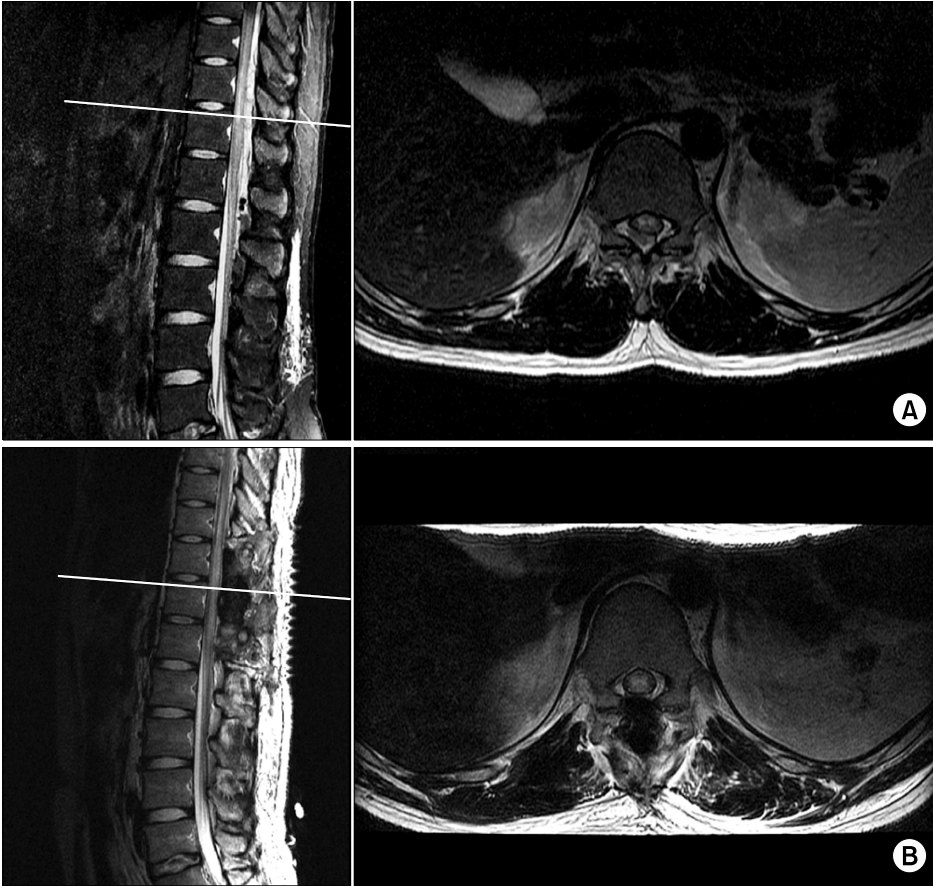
T2-weighted MR image in sagittal and axial plane shows posterior epidural hematoma and spinal cord signal change before (A) and after (B) spinal decompressive surgery.
